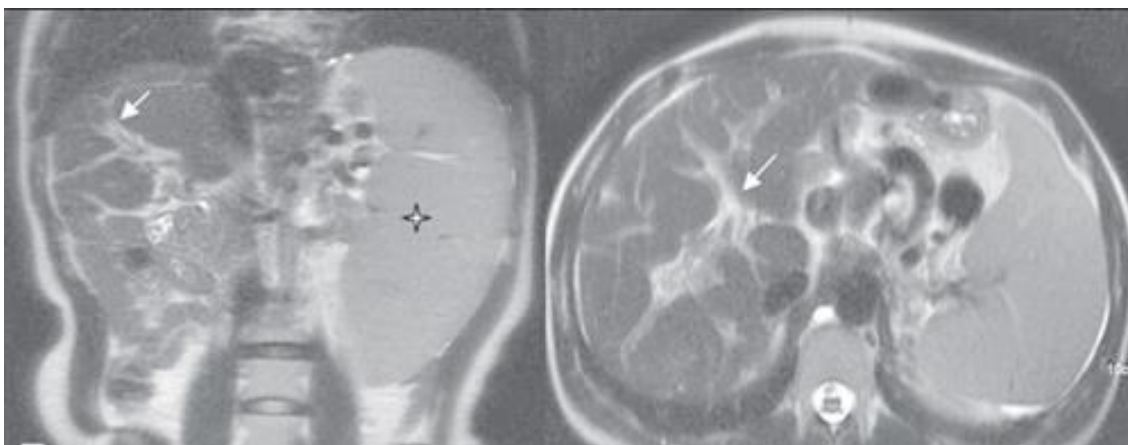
Presença de fibrose periportal, através do exame de ressonância.
